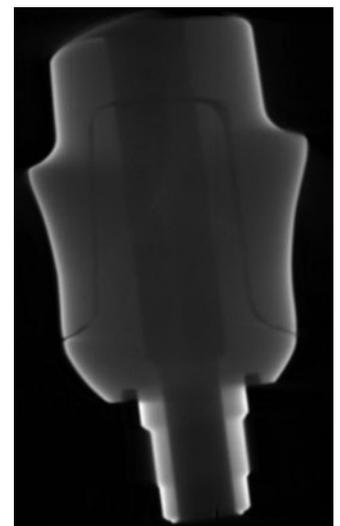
Das Mikro-CT weist einen fehlerfreien Verbund nach.
